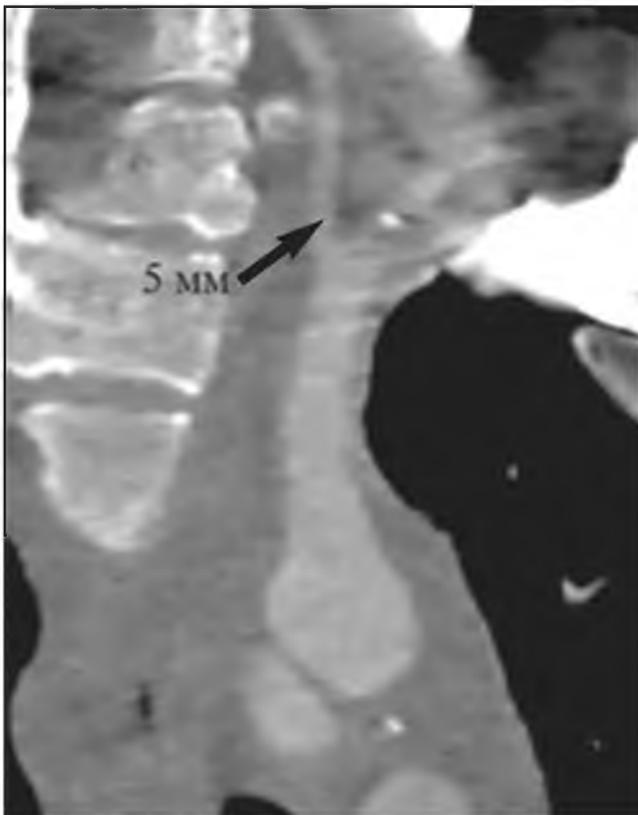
МСКТ. Доминантная левая позвоночная артерия.
